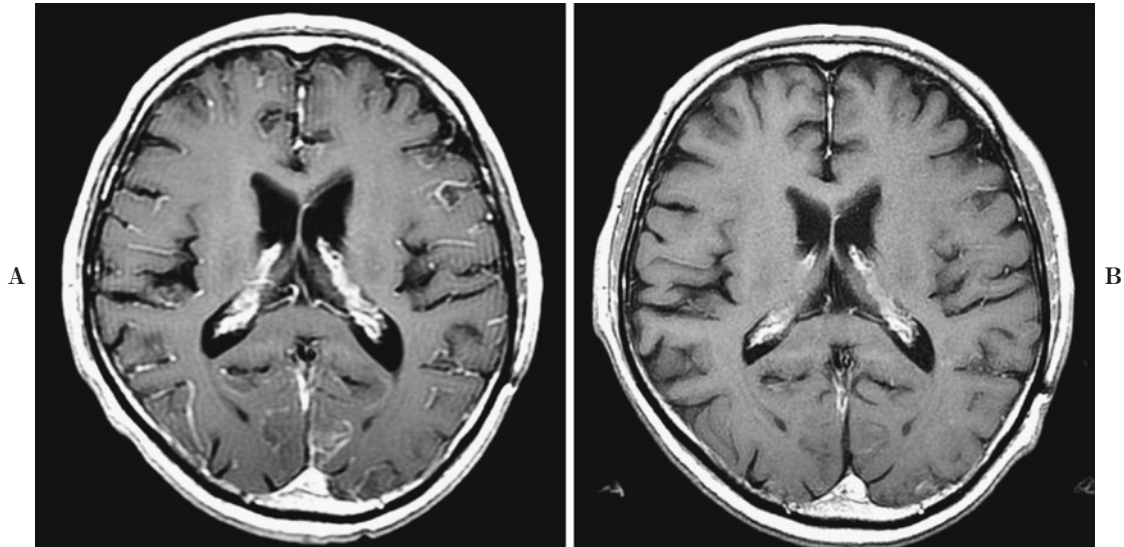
Enhanced brain MRI (Case 2). A: At onset of malignant meningitis. There was enhancement of leptomeningeal dissemations on the surface of the cerebral fissure. B: After administration of gefitinib. The leptomeningeal dissemations improved.
